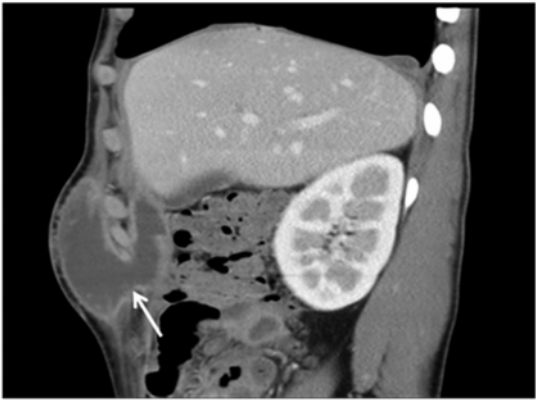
腹壁脓肿 CT 增强矢状位 病变呈环状强化 其内部未见明显强化,腹壁病变与腹腔内病变相通
